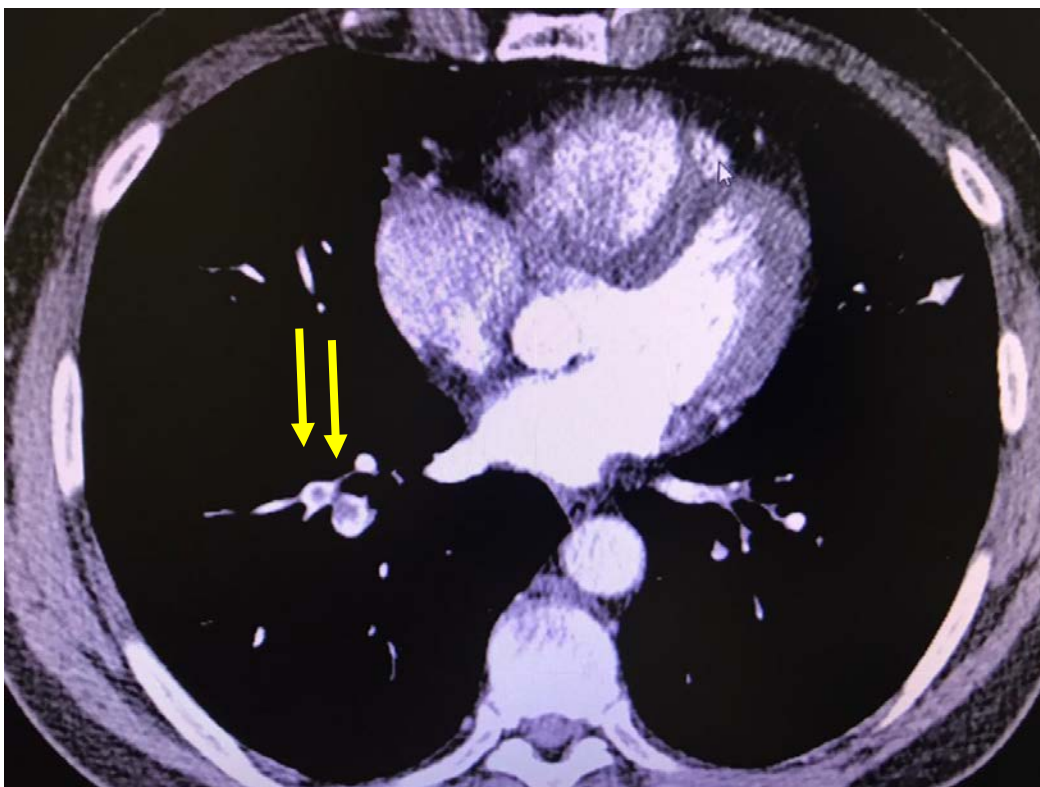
Мультидетекторная контрастная компьютерная томография легочных артерий пациента К. Стрелкой показано место локализации тромба в посвете легочной артерии.
